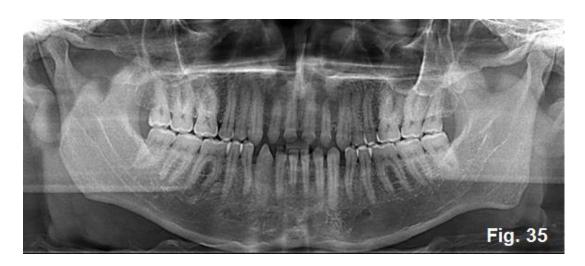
Fuente Propia [Imagen] Radiografía Panorámica.
